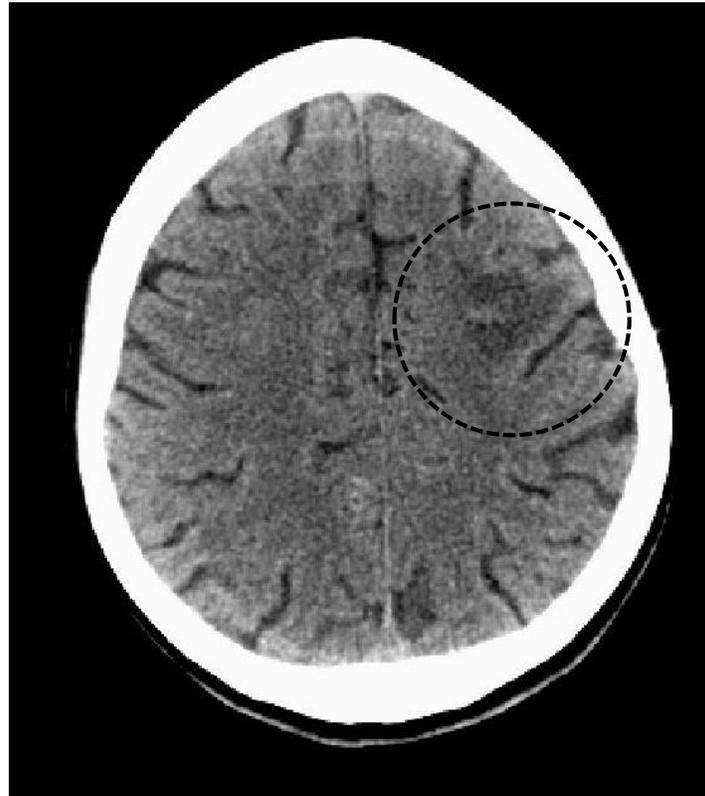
TAC de cráneo posterior al tratamiento, donde se observa hipodensidad en la región frontal izquierda, a nivel de la sustancia blanca, relacionada con edema perilesional en resolución
